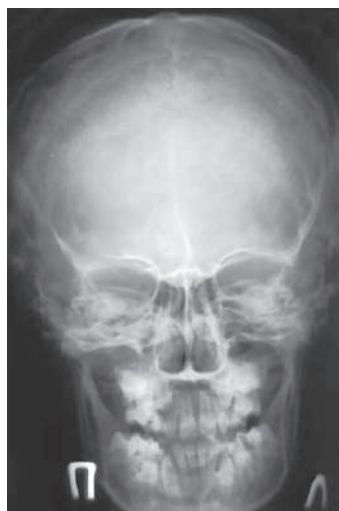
Обзорная рентгенограмма черепа в прямой лобно-носовой проекции
